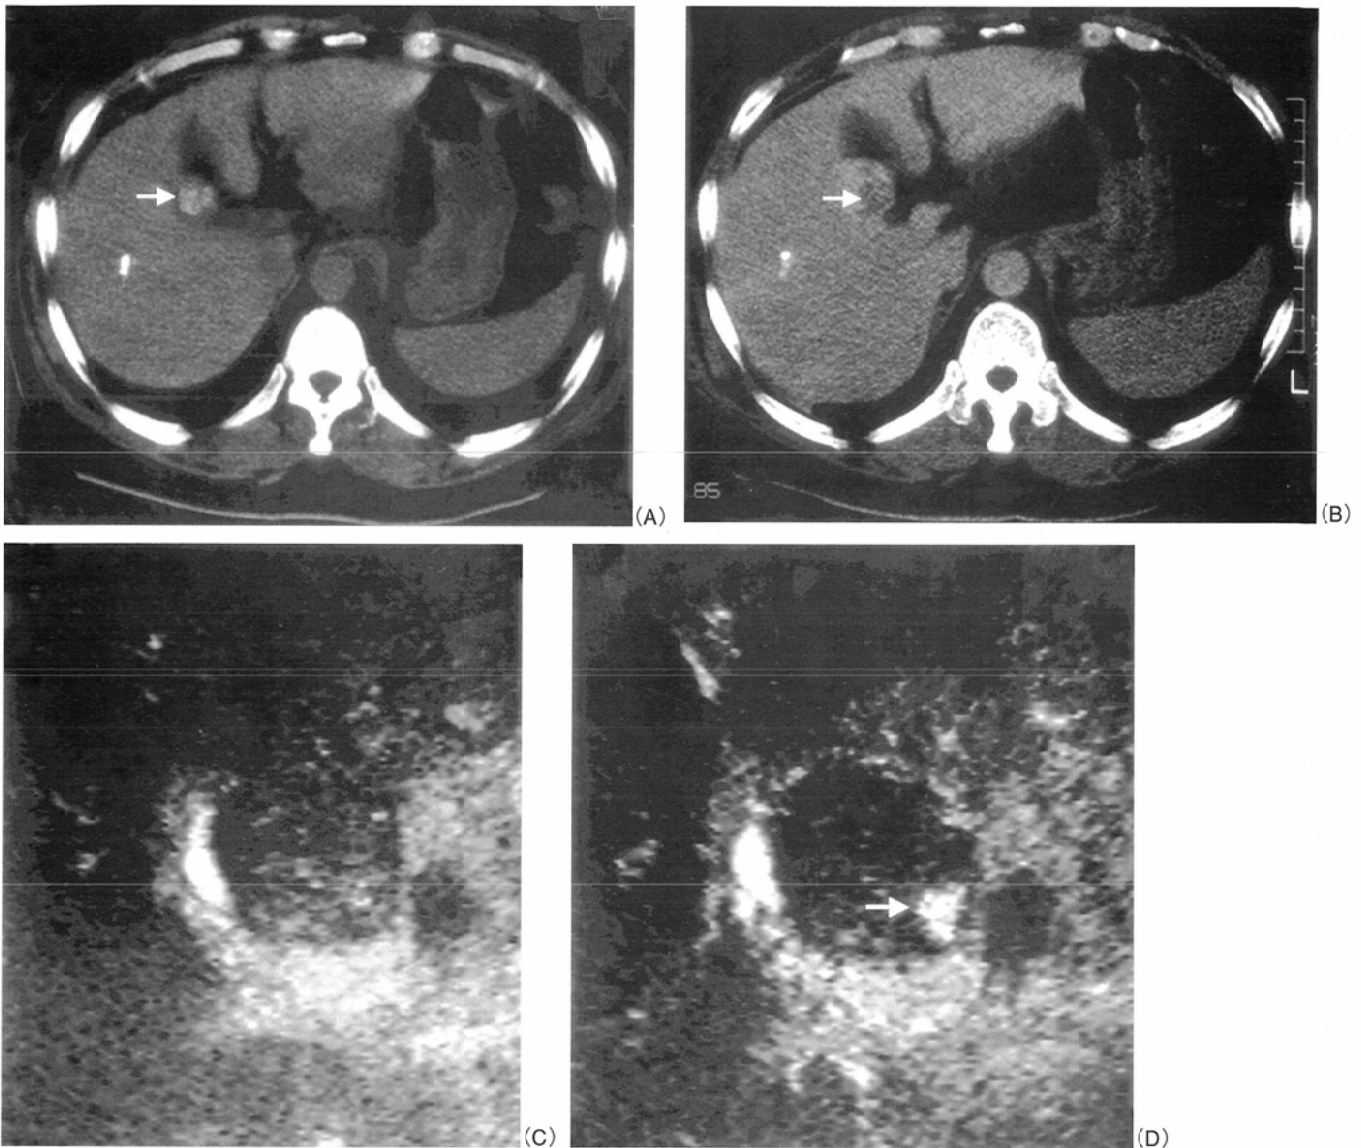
A 65-year-old man with HCC after TAE. One week after TAE, an area of lipiodol accumulation is seen in the tumor with plain CT (A) (white arrow), but on dynamic CT (delayed phase), an early washout area of contrast material is seen in the left side of tumor (white arrow) (B). With enhanced ultrasonography (Coded Harmonic Angio) 30 (C) and 36 seconds (D) after administration of Levovist, a small area of perfusion could be detected at the same position seen on dynamic CT (white arrow).
